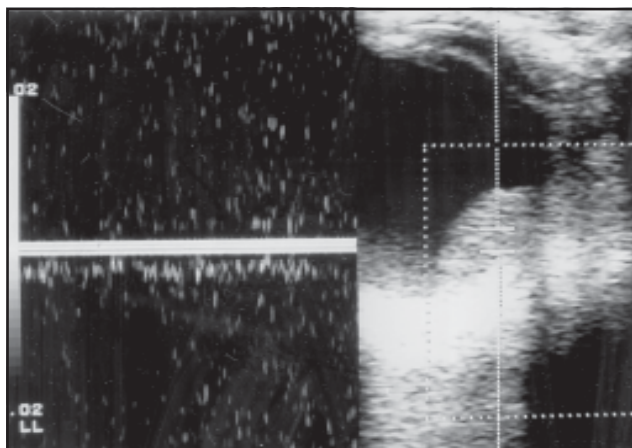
Doppler de melanoma postradioterapia. La lesión no ha variado en volumen, pero se observa disminución de la vascularización.
